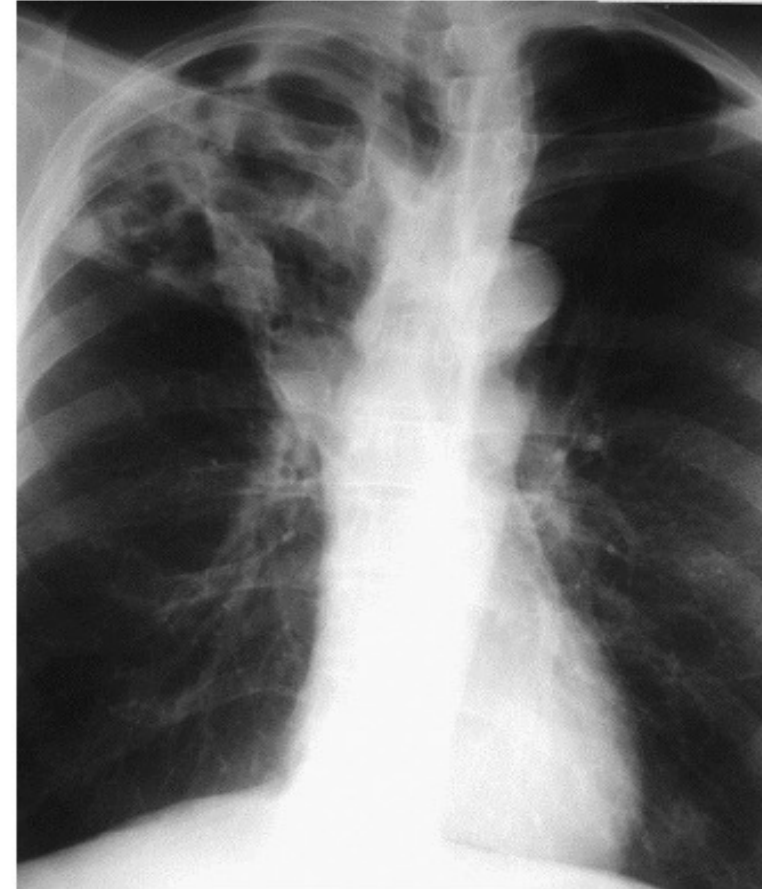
Cavitary tuberculosis. Frontal chest radiograph in a patient with tuberculosis shows extensive right upper lobe cavitation. (Courtesy Michael B. Gotway, MD.)
